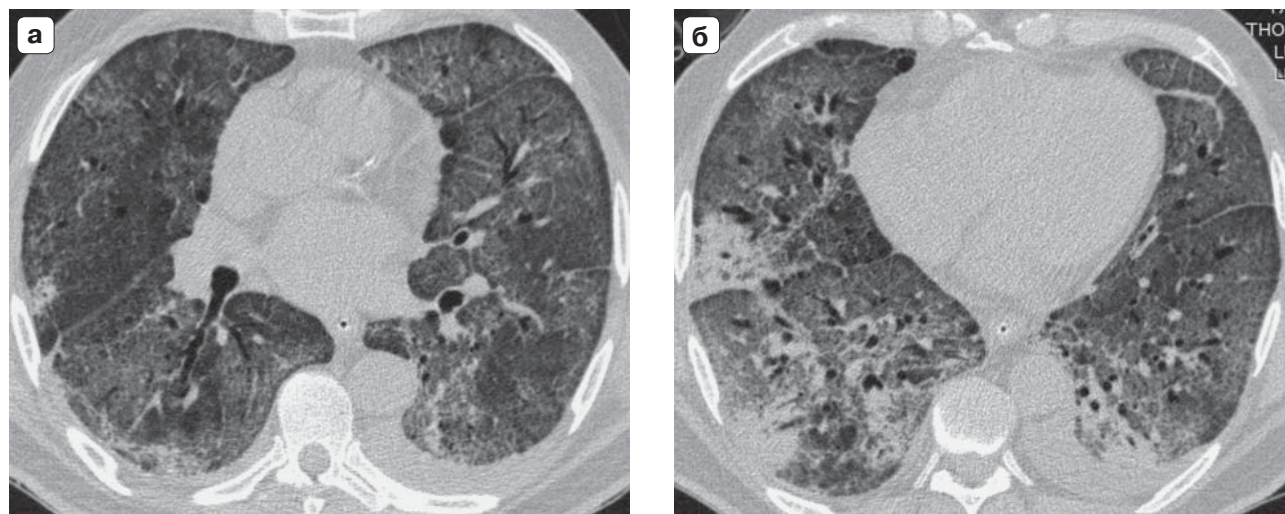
Пациент Д., 67 лет. Новая коронавирусная инфекция (диагноз подтвержден). Компьютерные томограммы органов грудной клетки (а, б – разные уровни томографии). 14-е сутки болезни. КТ-картина диффузного альвеолярного повреждения. В обоих легких определяются диффузные распространенные зоны “матового стекла” с выраженной ретикулярной исчерченностью (симптом “crazy paving”). В нижних периферических отделах – зоны консолидации с “воздушной бронхограммой”. Левосторонний гидроторакс. КТ-4.
